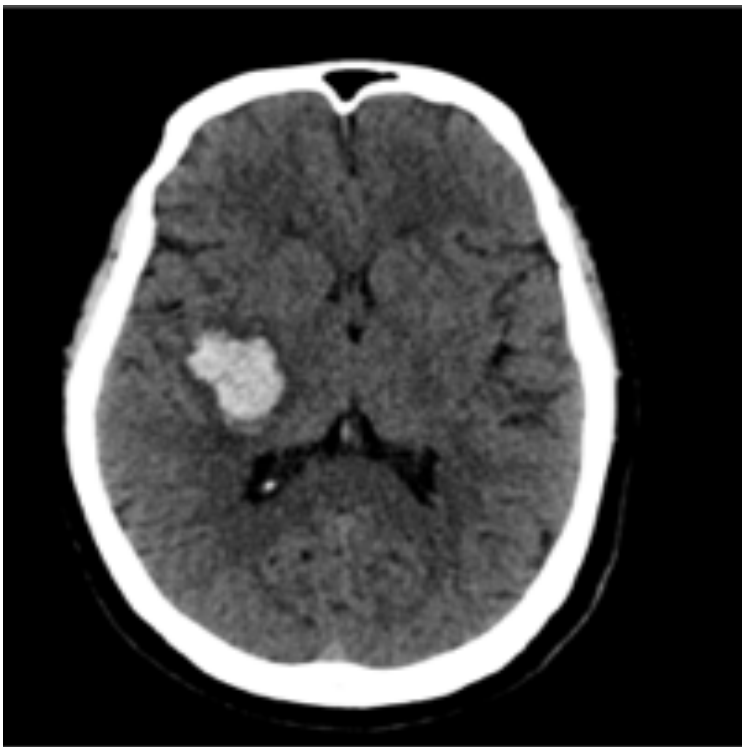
Hemorragia intracraneana. Tomografía simple en corte axial con una imagen hiperdensa 77UH de forma redondeada en el lóbulo parietal derecho.
